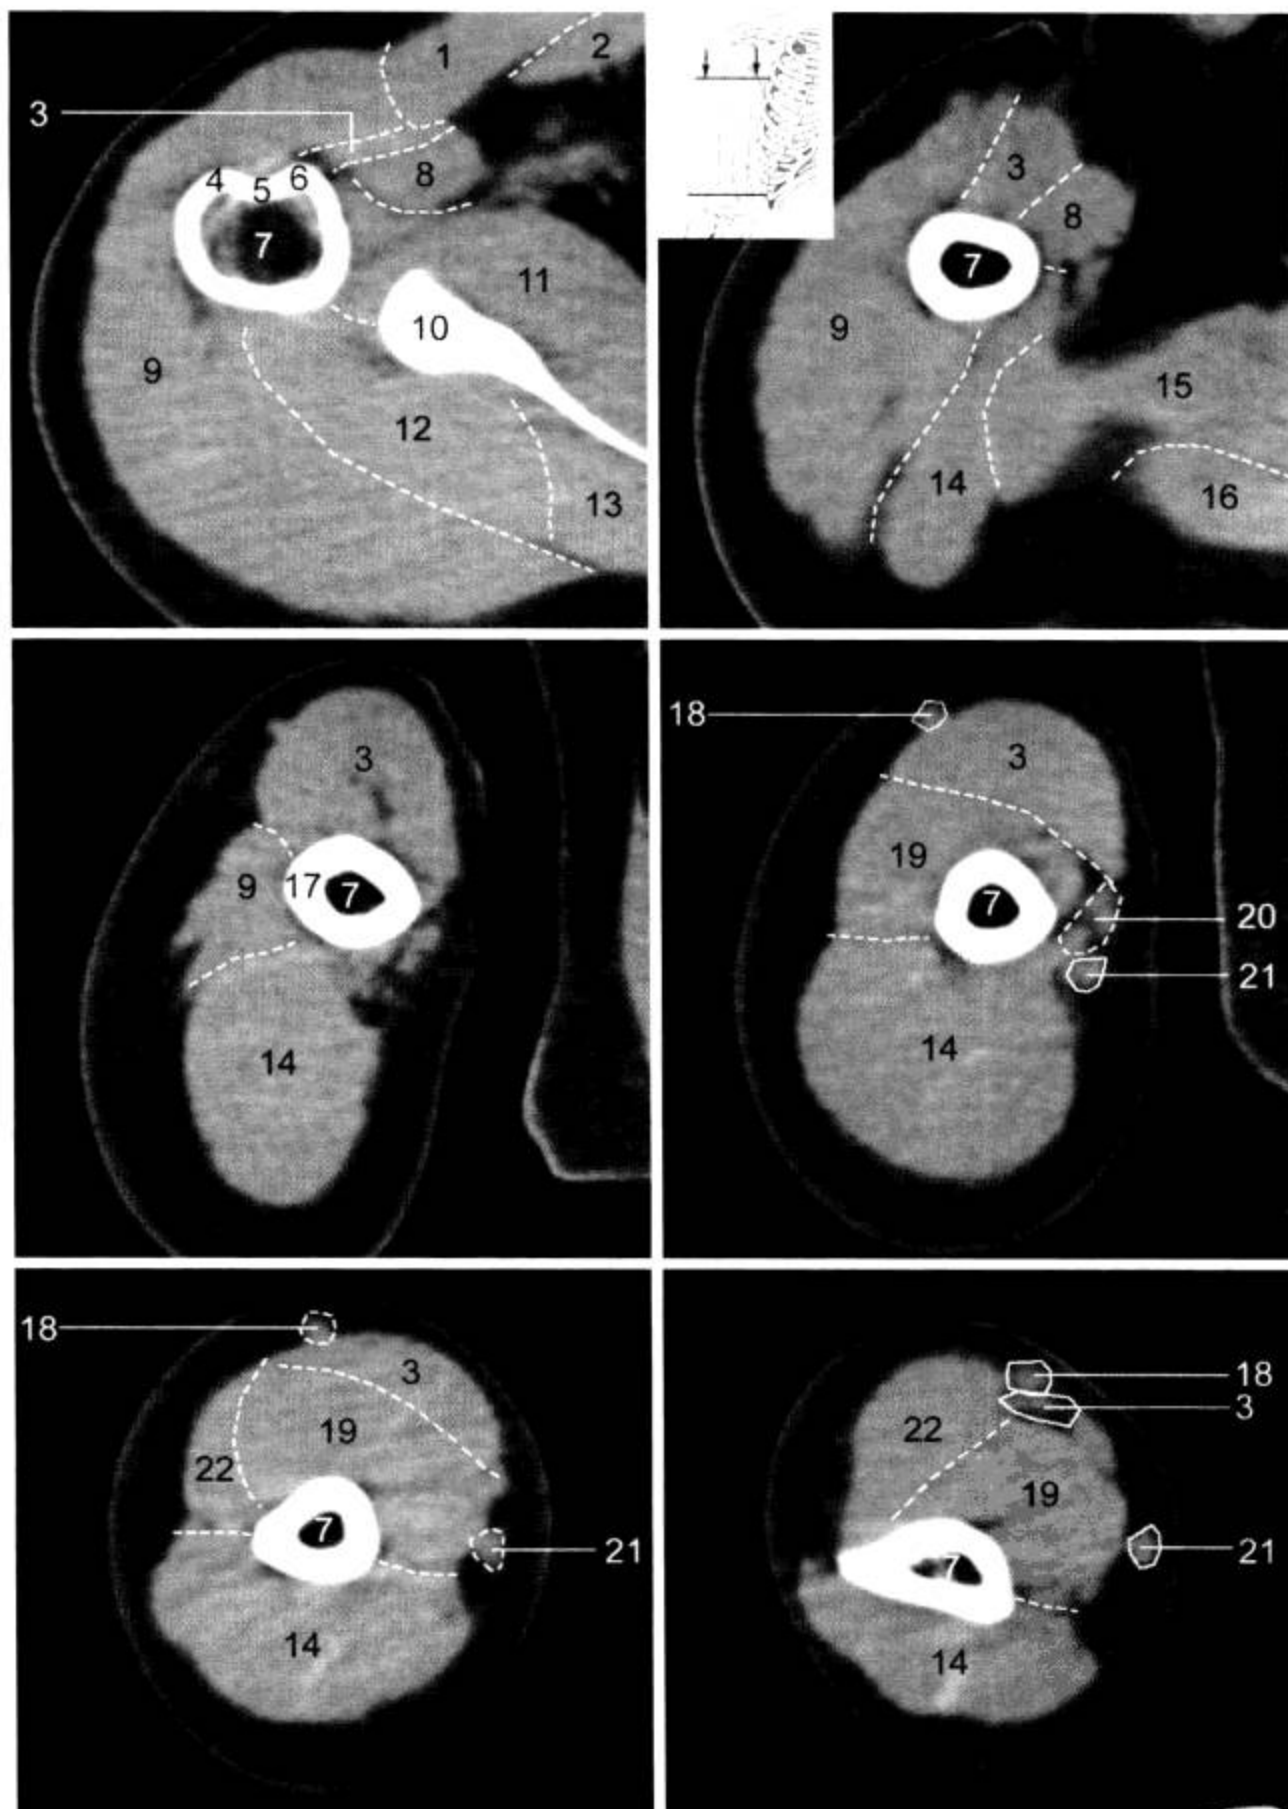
上臂 CT 横断面 (窗宽 500 Hu, 窗位 50 Hu)
